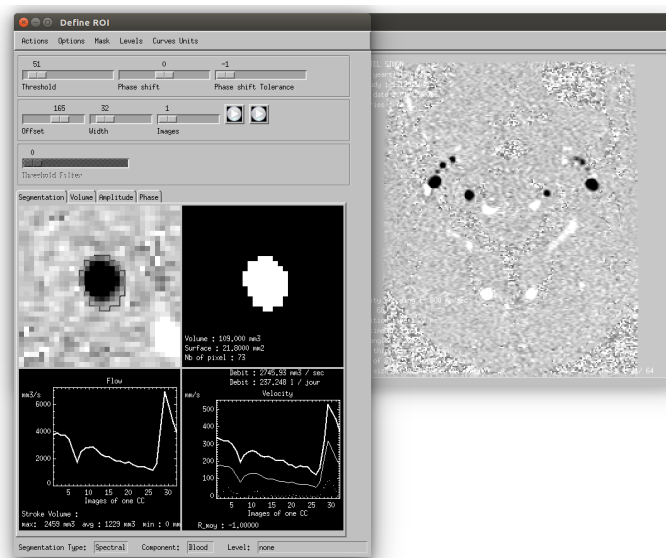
Exemple de traitement de données IRM. On extrait ici le flux de l'artère vertébrale droite.
